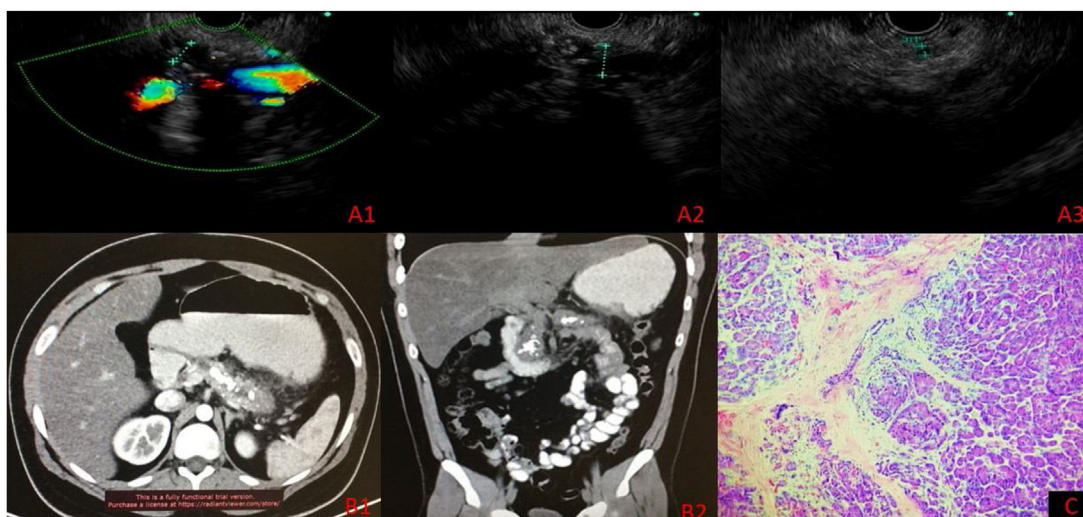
A) Ultrasonido endoscópico, medición de conducto pancreático principal. A1) Cuello 7 mm. A2) Cuerpo 10 mm. A3) Cola 3 mm (calcificaciones intraductales en cuerpo y cola). B1-B2) Tomografía computarizada abdominal contrastada. C) Histopatología: Pancreatitis crónica con fibrosis extensa asociado a inflamación crónica.
